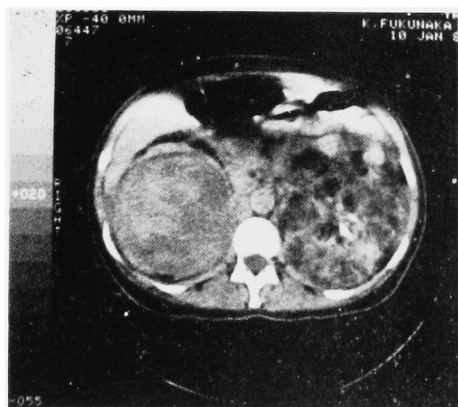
CT revealed intratumoral hemorrhage of right kidney and fatty tissue in left renal tumor (case 1)
